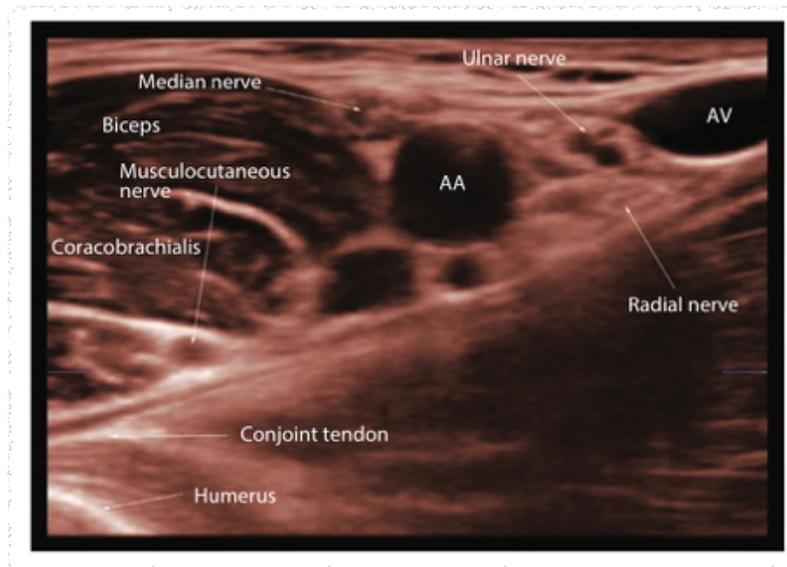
Abordaje axilar mediante USG del plexo braquial.
